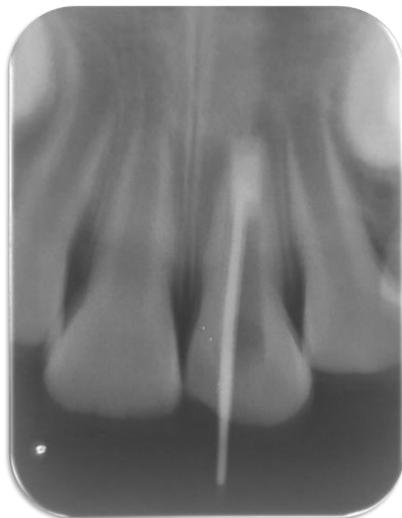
Radiografia da prova do cone.
